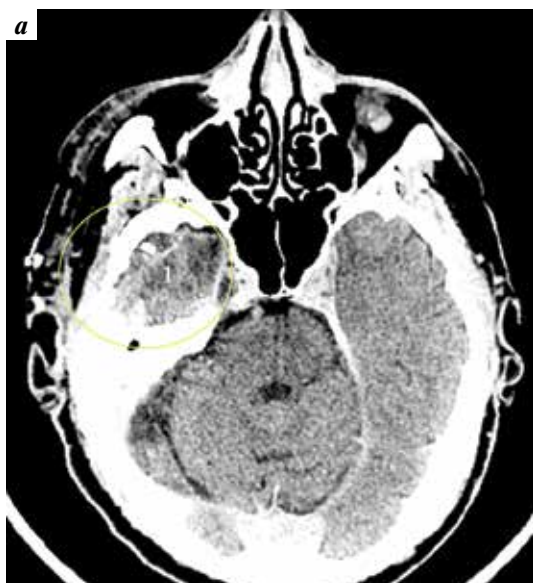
Компьютерная томография головного мозга пациента К., 72 лет. Послеоперационный контроль: а — multiplanar reconstruction (MPR-режим); б — 3D shaded surface display (SSD-режим). 1 — область операции; 2 — клипса
